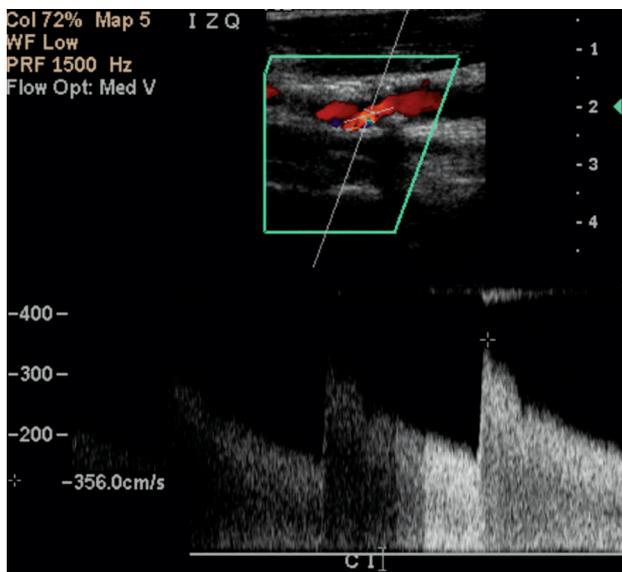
Doppler carotideo izquierdo muestra una aparente estenosis severa en el bulbo carotideo izquierdo y análisis espectral que muestra medición de velocidades sobre 350cm/s.
